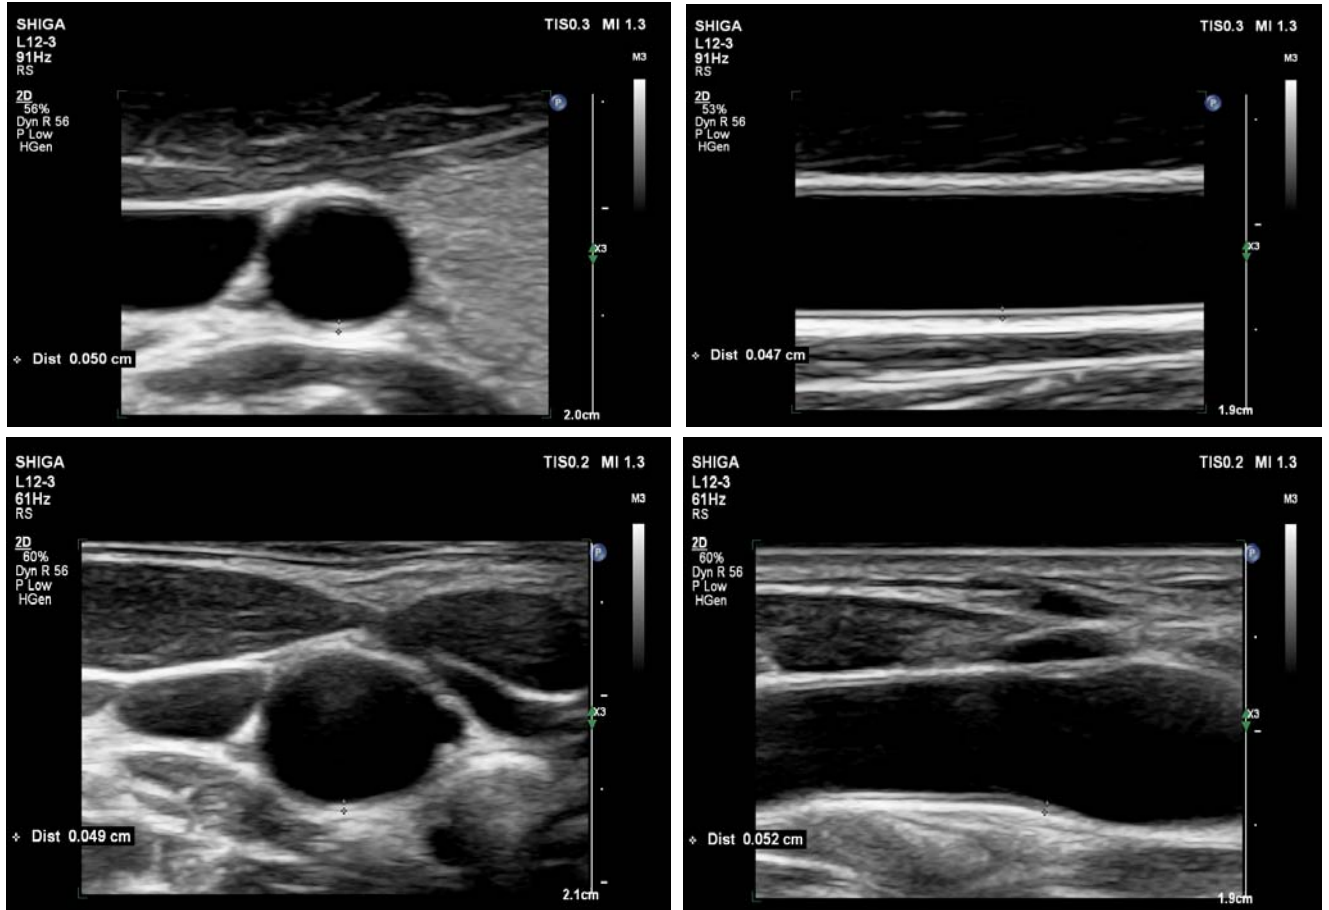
評価基準とした画像（頸動脈超音波検査 被検者 C）
